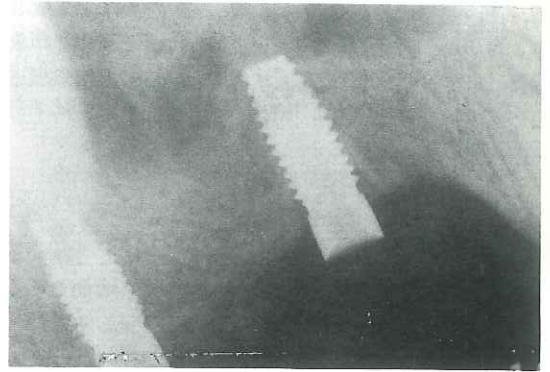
A dental x-ray photograph at the same time as Figure 7. The border between the new bone and maxillary bone was unclear. Structure of the new bone was similar to the maxillary bone. A thin cortical bone on the new bone could be seen
